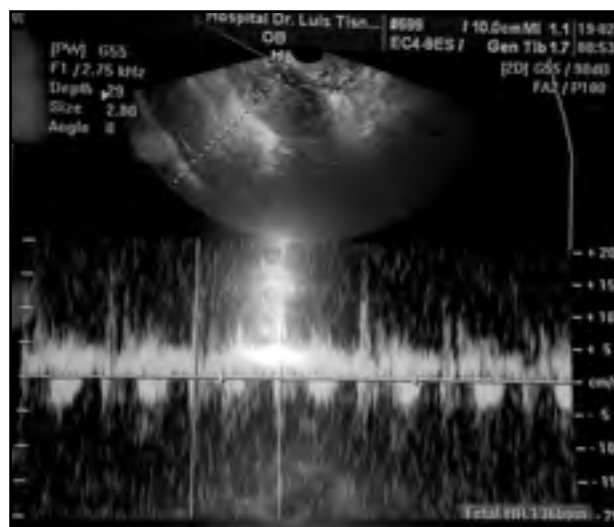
Latidos cardíofetales presentes en la ecografía transvaginal.
